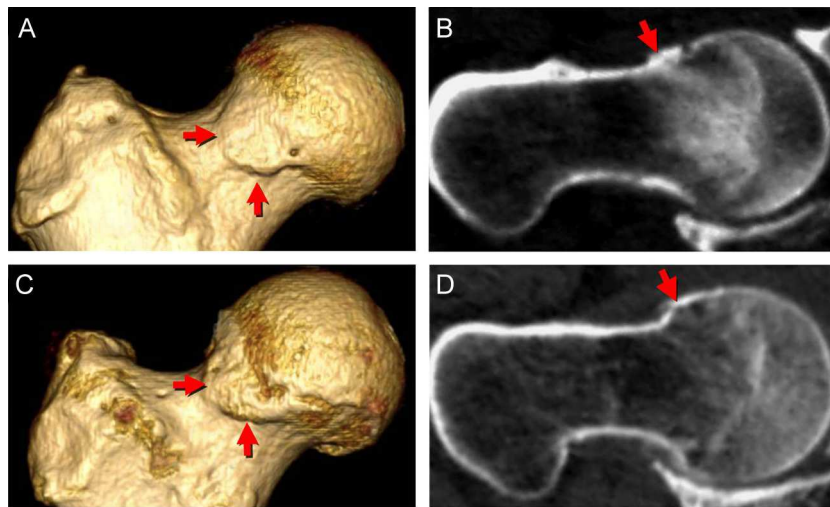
Placas reactivas en individuos de diferentes edades. A y B) Varón de 58 años. C y D) Varón de 78 años. Ambos asintomáticos. TC multidetector con reconstrucción 3D anteroposterior (A y C) y multiplanar axial oblicua (B y D). Placas reactivas, de perfil plano (A y B) y de perfil convexo (C y D) (flechas).
